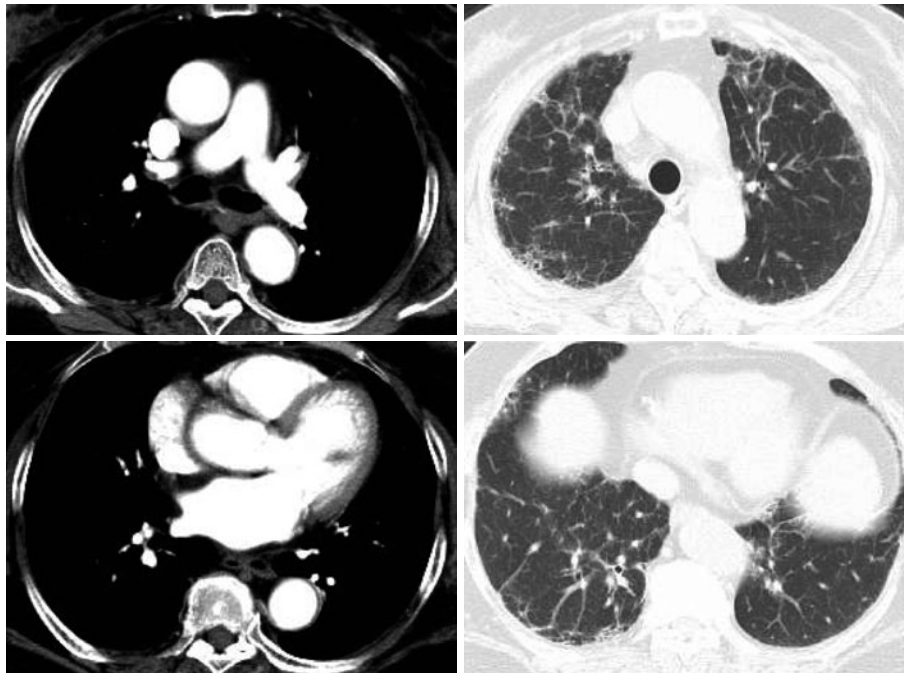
Chest CT scans obtained on admission. Ground-glass attenuations, reticular shadow, and bronchiectasis in subpleural areas of the lower lobes.
